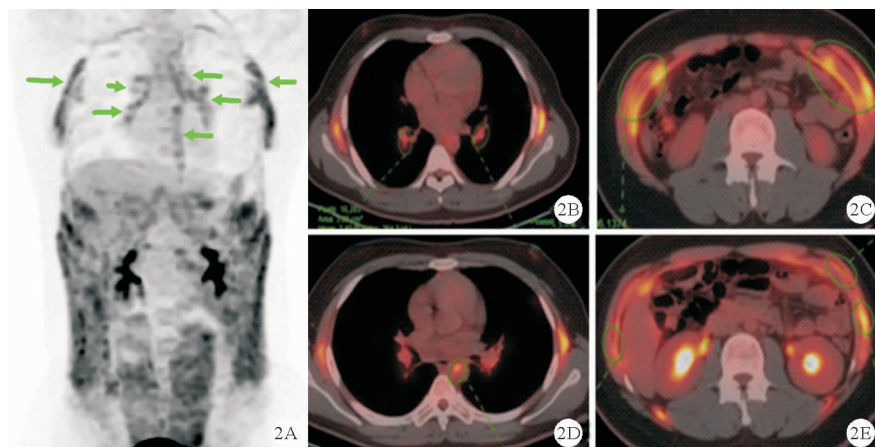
患者 $^{18}F$ FDG PET/CT检查结果(A:全身PET/CT扫描肋软骨、支气管、降主动脉壁存在明显高摄取;B:支气管高摄取;C:肋软骨高摄取;D:主动脉壁高摄取;E:肋软骨高摄取)
